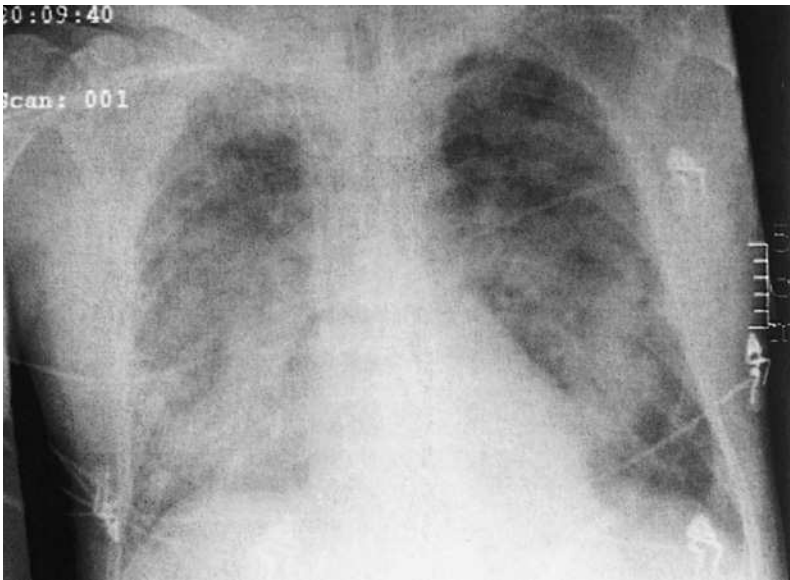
Thoraxröntgen bei ARDS.
